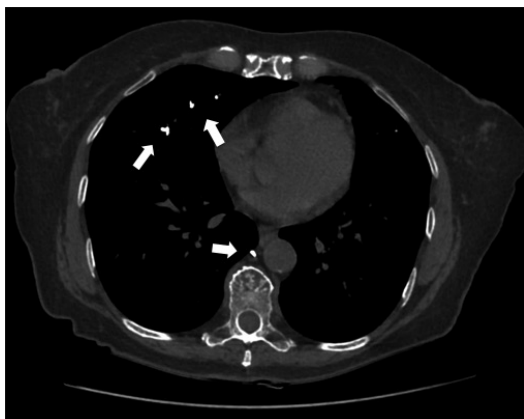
TC axial. As setas brancas indicam o polimetilmetacrilato embolizado no sistema ázigos e nas artérias pulmonares.
